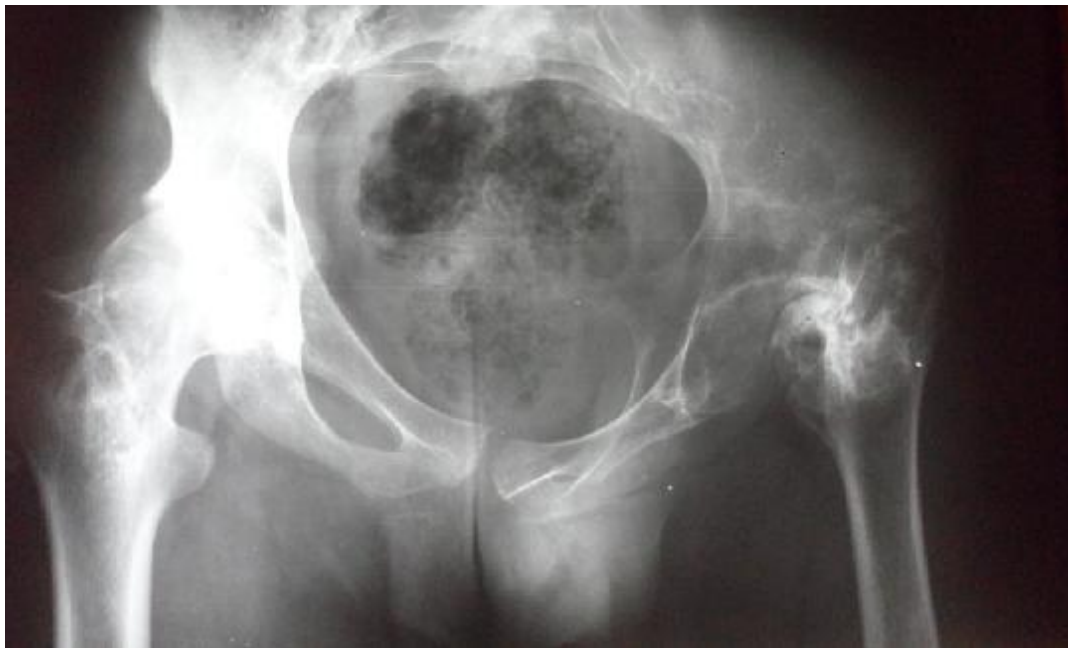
e: Radiographie du bassin face montrant une nécrose de la tête fémorale gauche post-radique (patient suivi pour lymphome) [patient no. 12 de la série]
